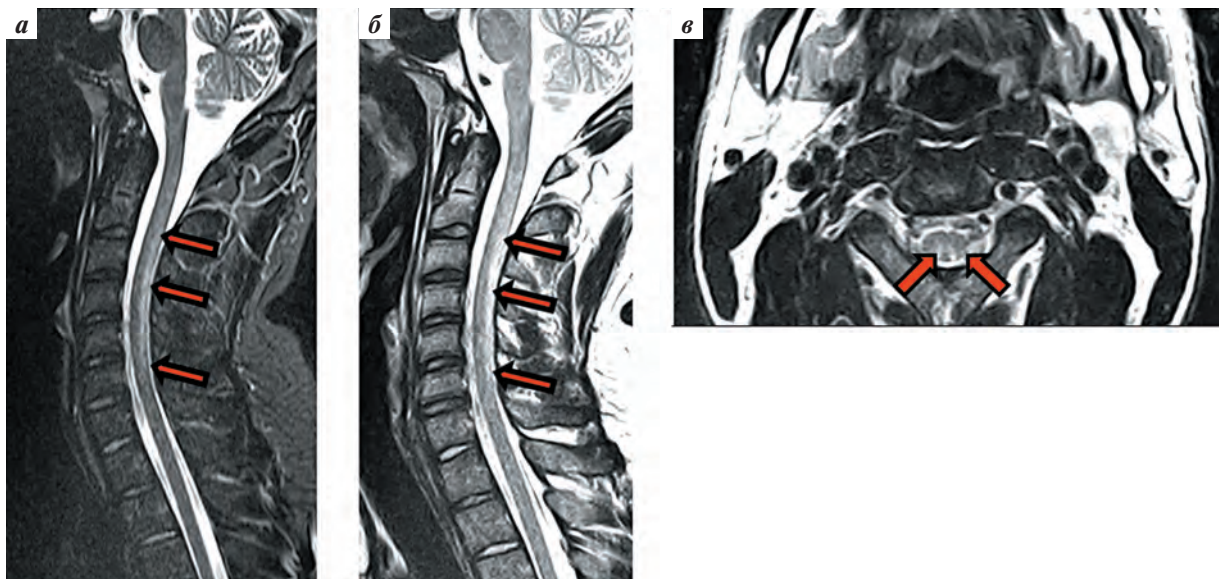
Пациент К., магнитно-резонансная томография шейного отдела спинного мозга и позвоночника (20.08.2013): сагиттальный срез (стрелками указана протяженная зона гиперинтенсивного магнитно-резонансного сигнала от задних столбов спинного мозга), режим T2 (а), режим T2 STIR (б); аксиальный срез на уровне шейного отдела позвоночника (стрелками указаны очаги гиперинтенсивного магнитно-резонансного сигнала от задних столбов спинного мозга), режим T2 (в)
